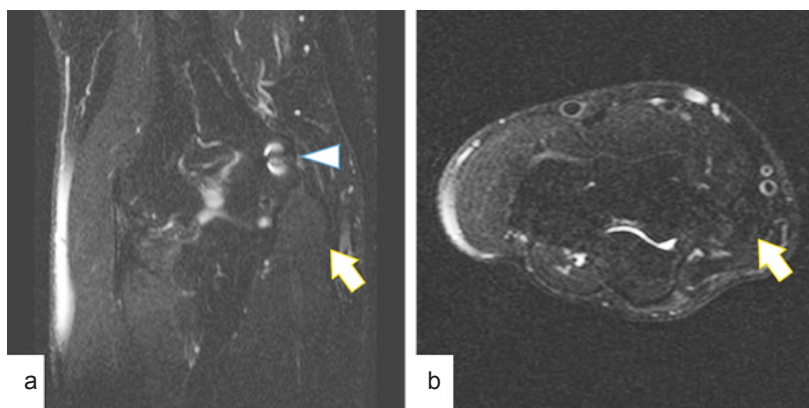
MRI T2 脂肪抑制像 (術後 1 年)
